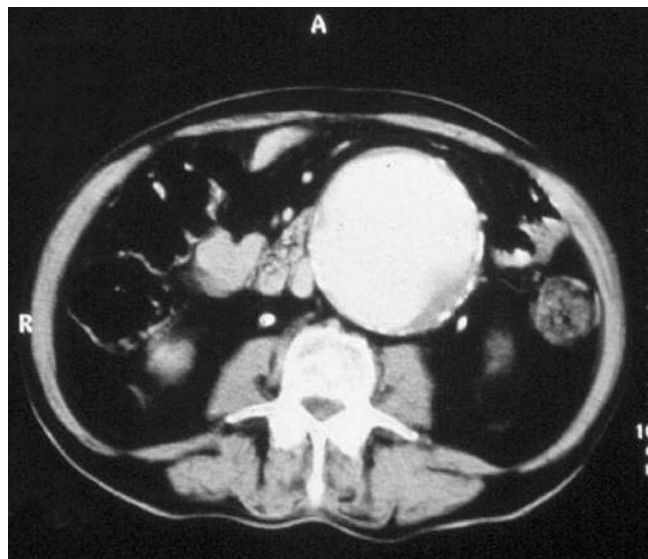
TC: AAA di grandi dimensioni.
